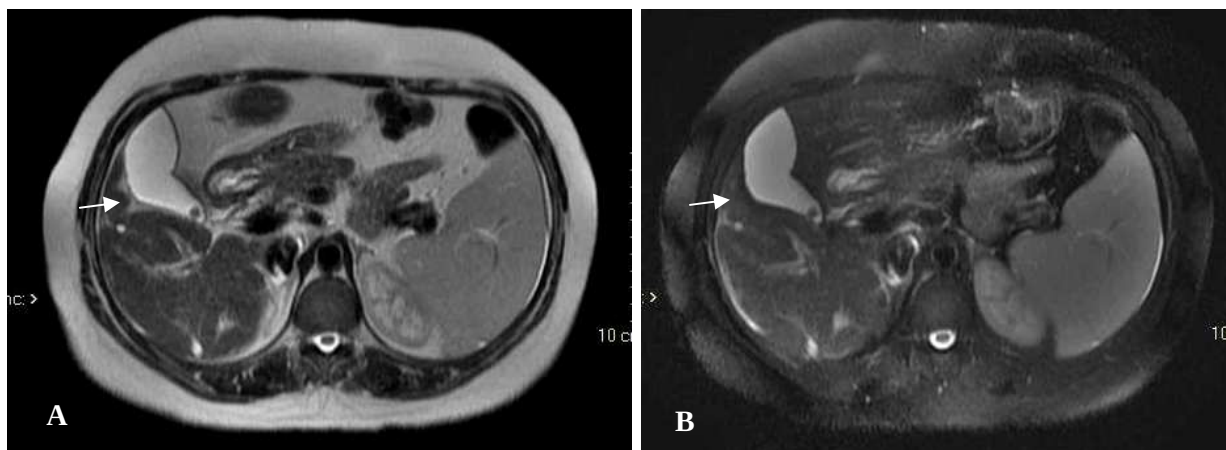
Ressonância magnética de abdome mostra faixas perivesiculares hiperintensas (A – setas) que desaparecem após supressão de gordura (B – setas), em imagens axiais ponderadas em T2.
